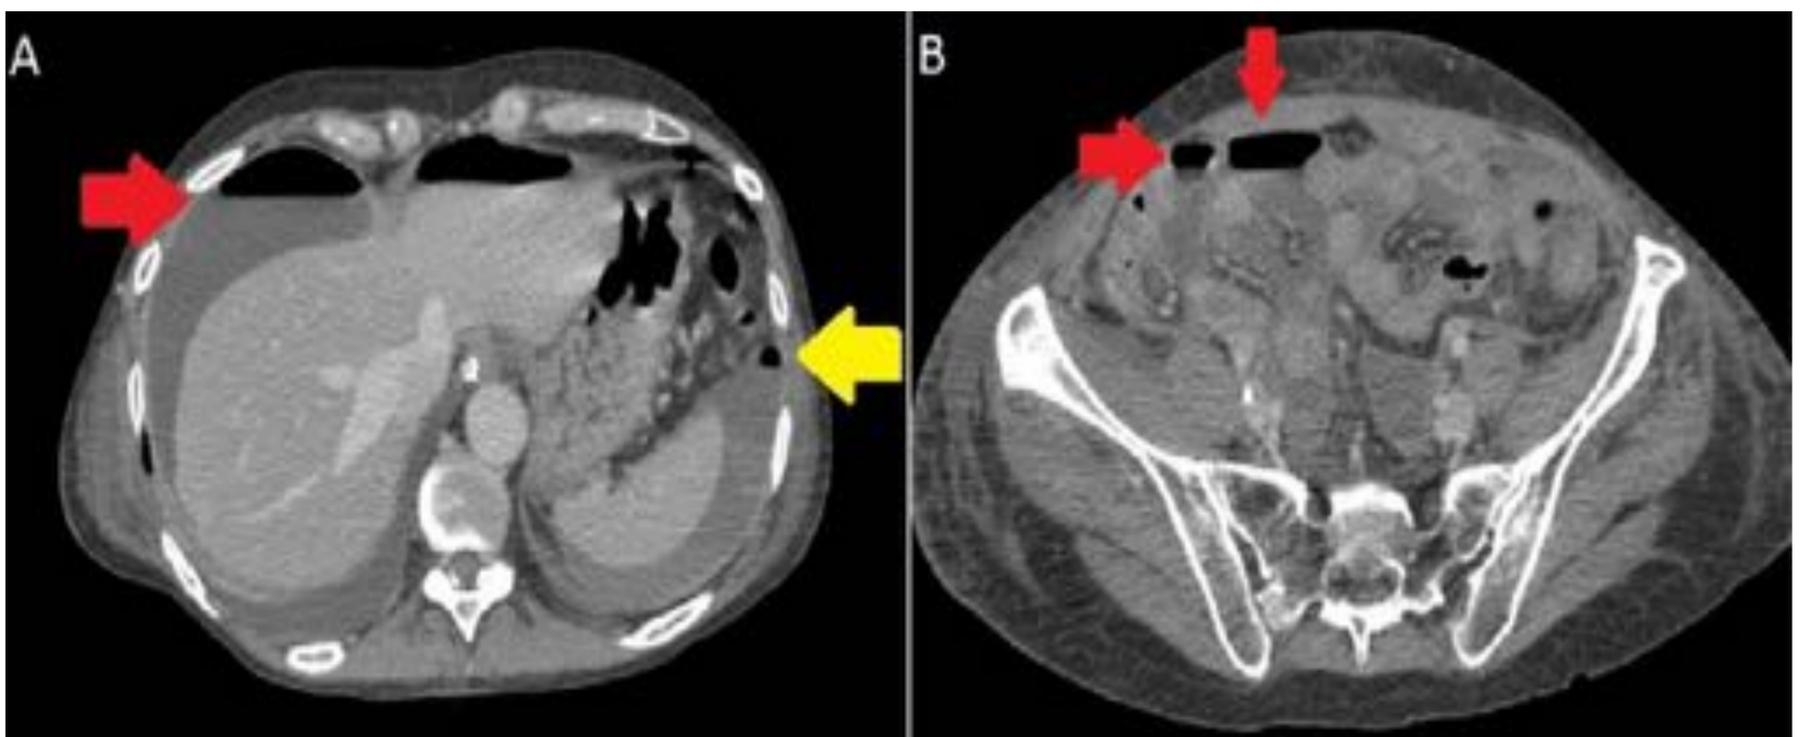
Mismo paciente al día siguiente - 3º día postoperatorio – se realiza nueva TC por empeoramiento clínico:
